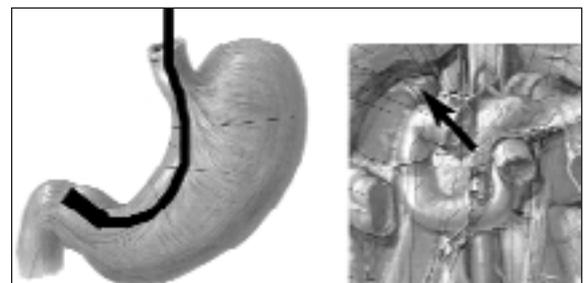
Endosonographische Darstellung der rechten Nebenniere
